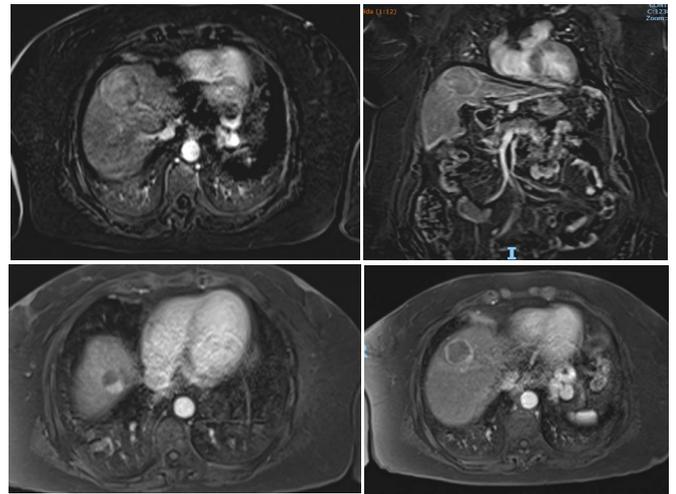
a, b, d, e: Resonancia magnética en secuencia T1 con contraste. Control post - 1er TACE
